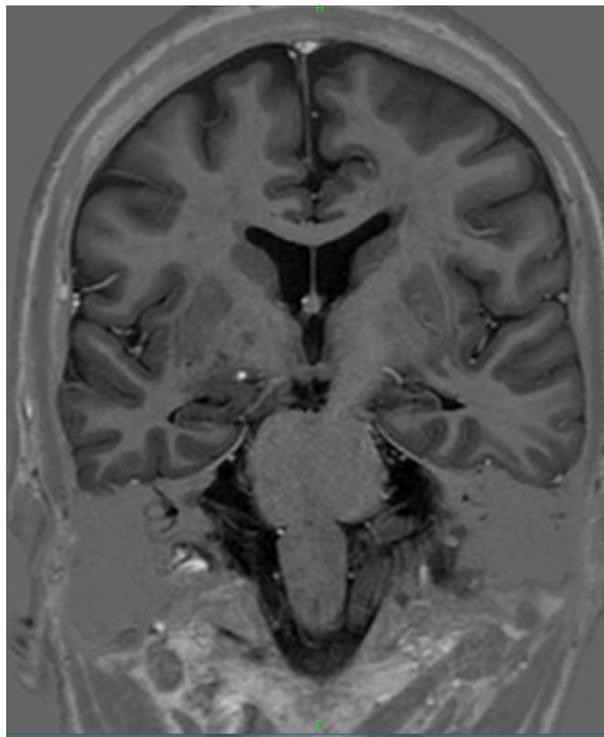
Imagem de RM de paciente com 60 anos, sexo masculino, duração da epilepsia de 52 anos, IDB=10, Sintomas de ansiedade, EMTbil pred. a esq.
